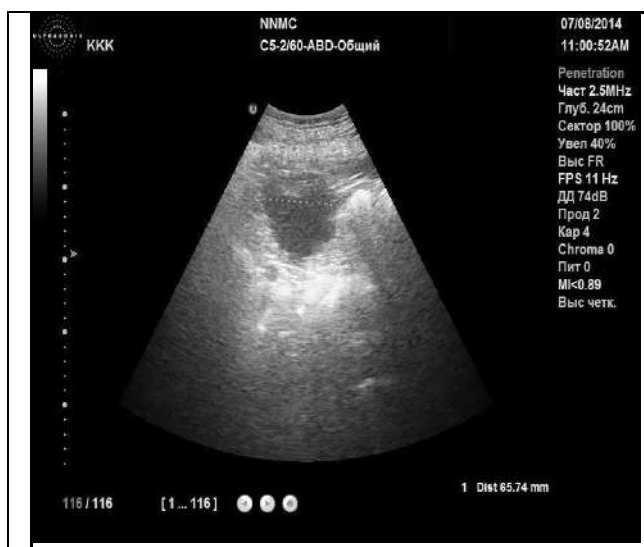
Пациент Г. УЗИ альвеококкового образования левой доли печени до лечения.
